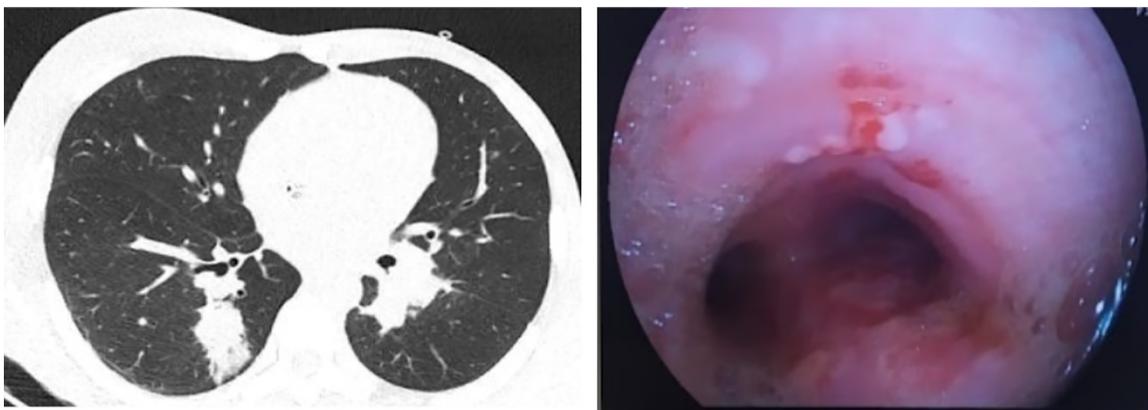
A. Tomografia computadorizada de tórax mostrando opacidades nodulares em ambos os pulmões; B. Imagem endoscópica endobrônquica suspeita (confirmada por biópsia) de infecção viral.
